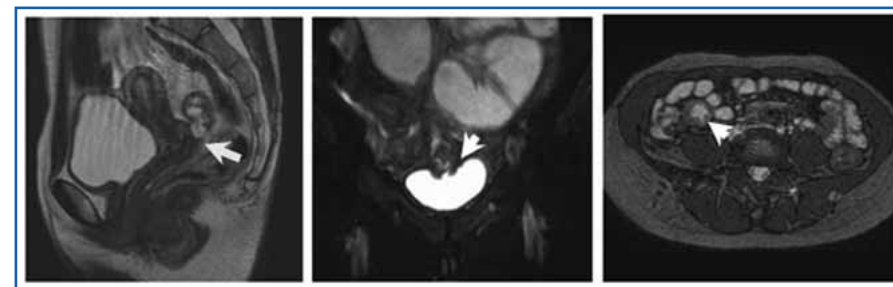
El desarrollo de nuevas técnicas de imagen como la enterorresonancia facilitan el diagnóstico de las fístulas y el estado inflamatorio o estenotizado del asa origen. A. Fístula ileo-vaginal. B. Fístula ileo-vesical. C. Asa ileal donde se origina la fístula con engrosamiento de pared de características inflamatorias.
